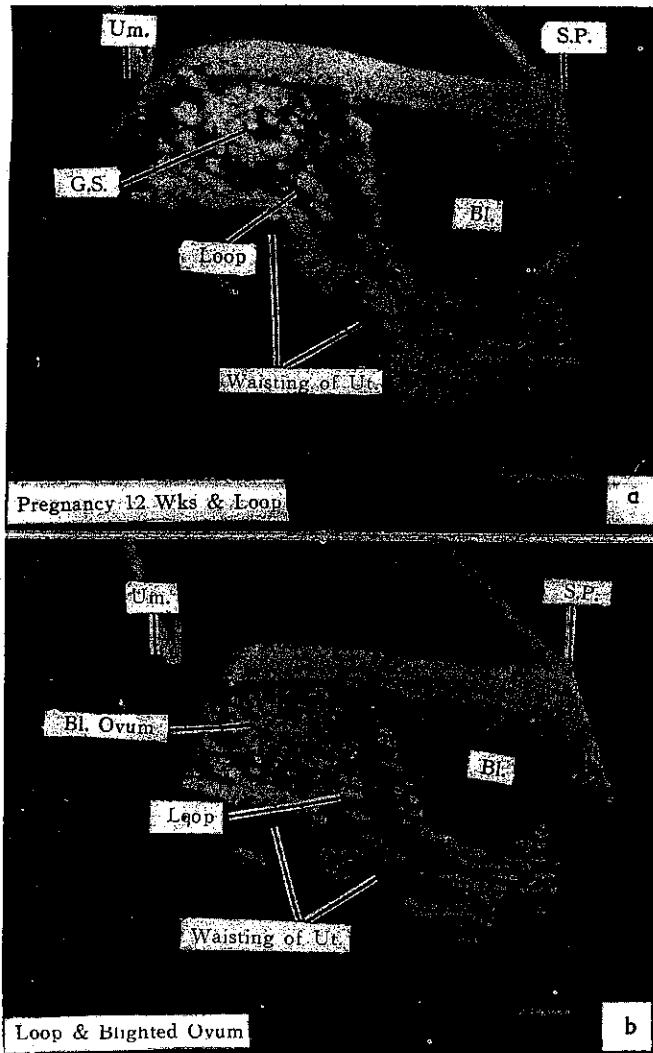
Sonograms showing coexistence of an early gestation and a loop. (a) A loop located below the gestation sac; (b) a loop located below a blighted ovum.
